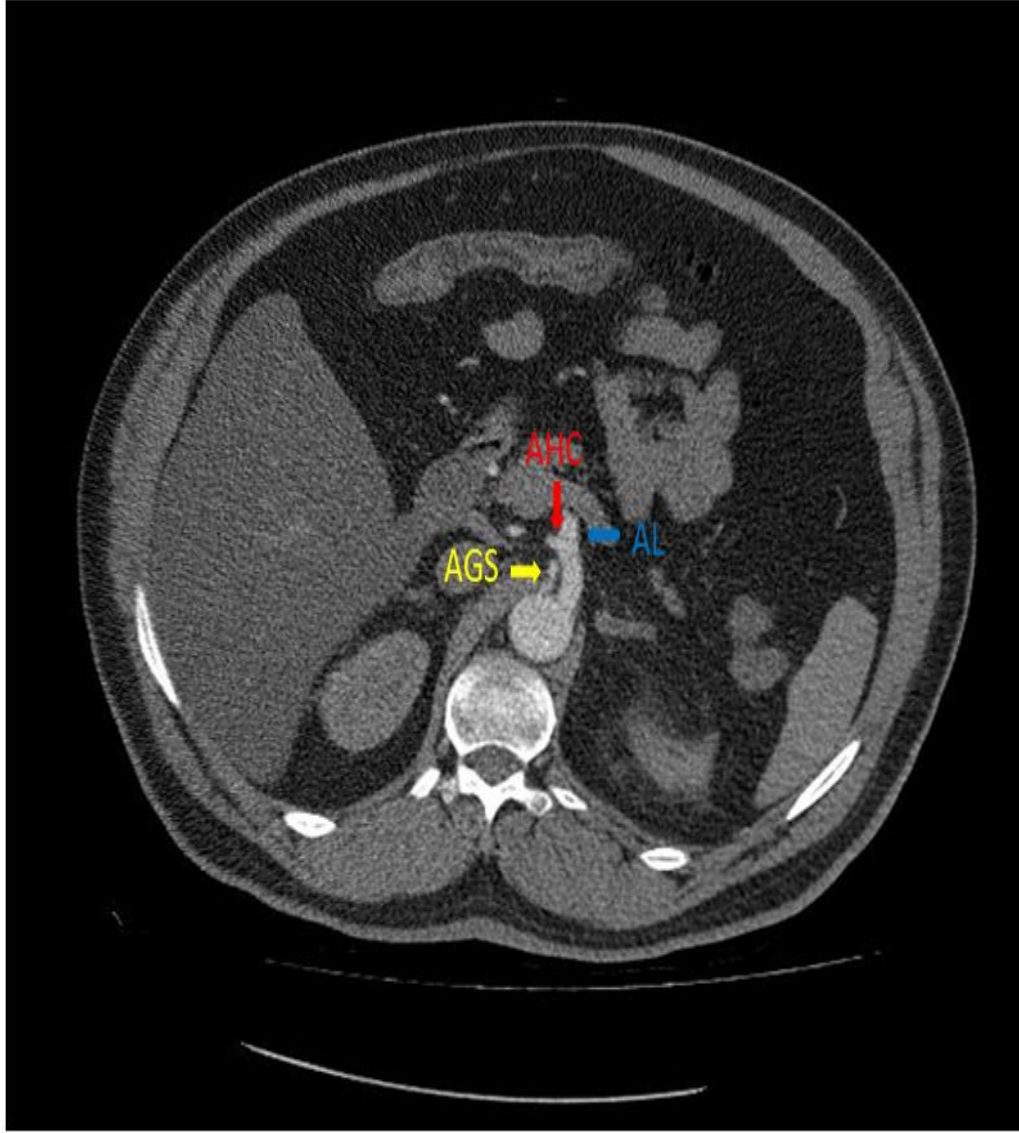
TC yokluğu. AGS, AHC ve AL'nin ayrı ayrı AA'dan çıkması (tip 8)
